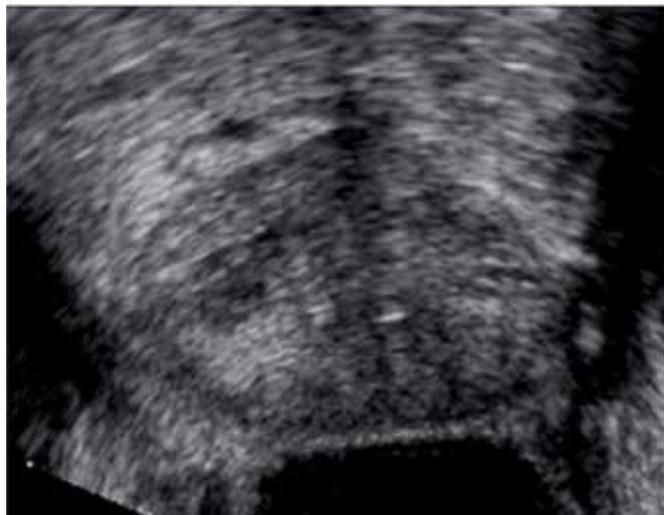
Ultrassonografia transretal da próstata de um paciente com 57 anos que tinha um PSA de 4.8ng/ml que não apresentava nenhuma área suspeita ⁷.
